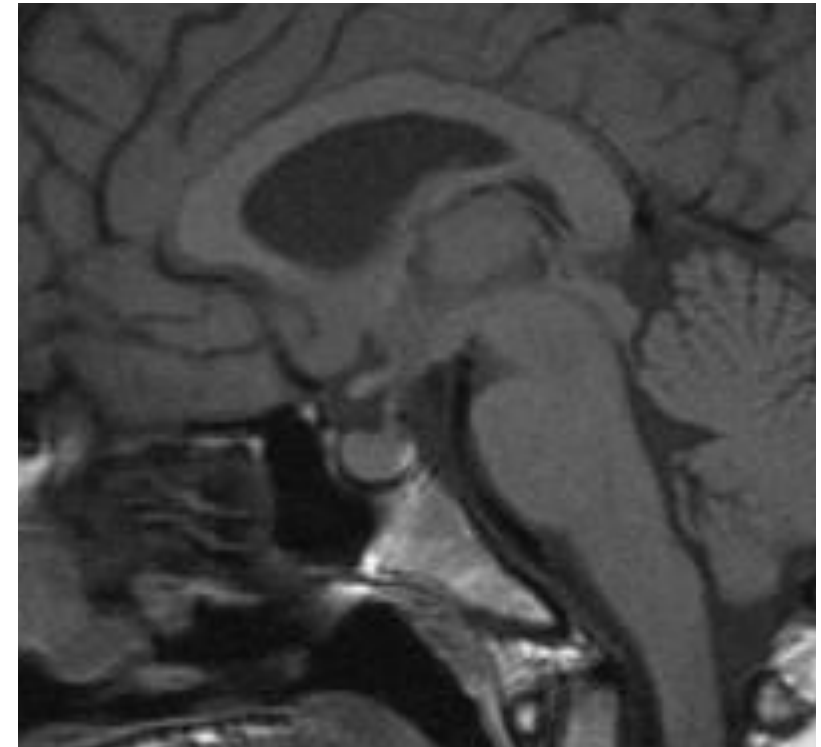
RM sagital T1. Hiperintensidad normal T1 en neurohipófisis
